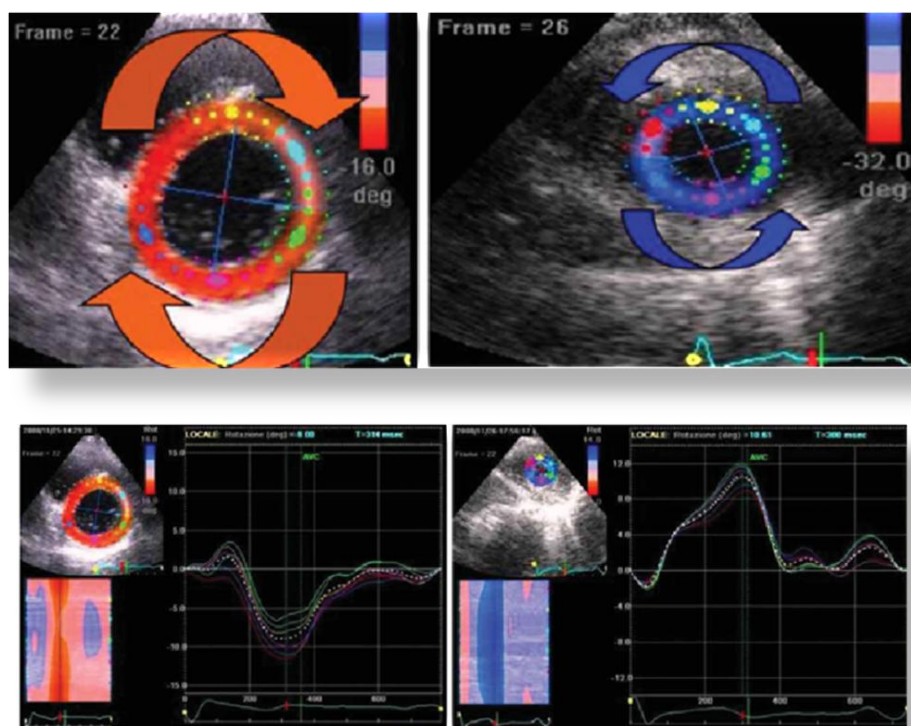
Спекл-трекинг эхокардиографический анализ деформации миокарда с указанием измерения ротации на уровне базальных отделов и верхушки.
